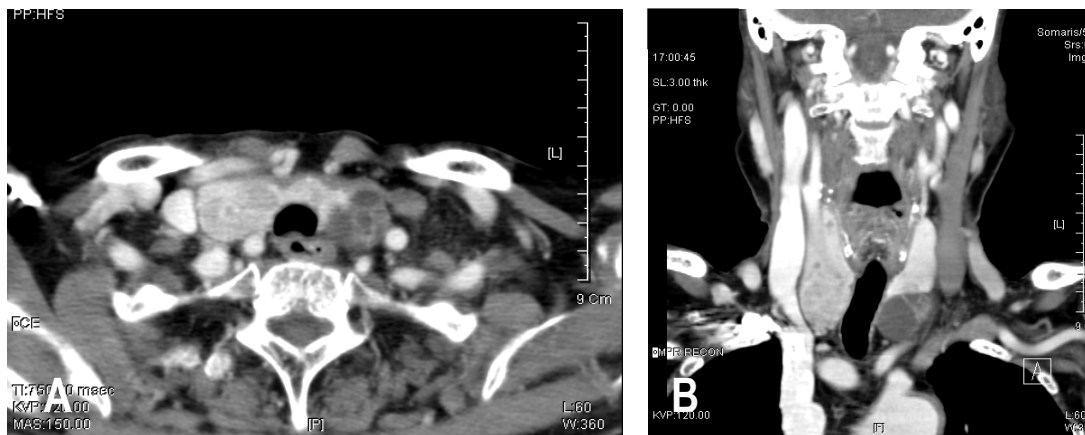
Neck CT scan shows 3×2×1.5 cm cystic mass in the inferior pole of the left thyroid gland, contour bulging mass in the inferior pole of the right thyroid gland and multiple tiny cysts in both thyroid glands
